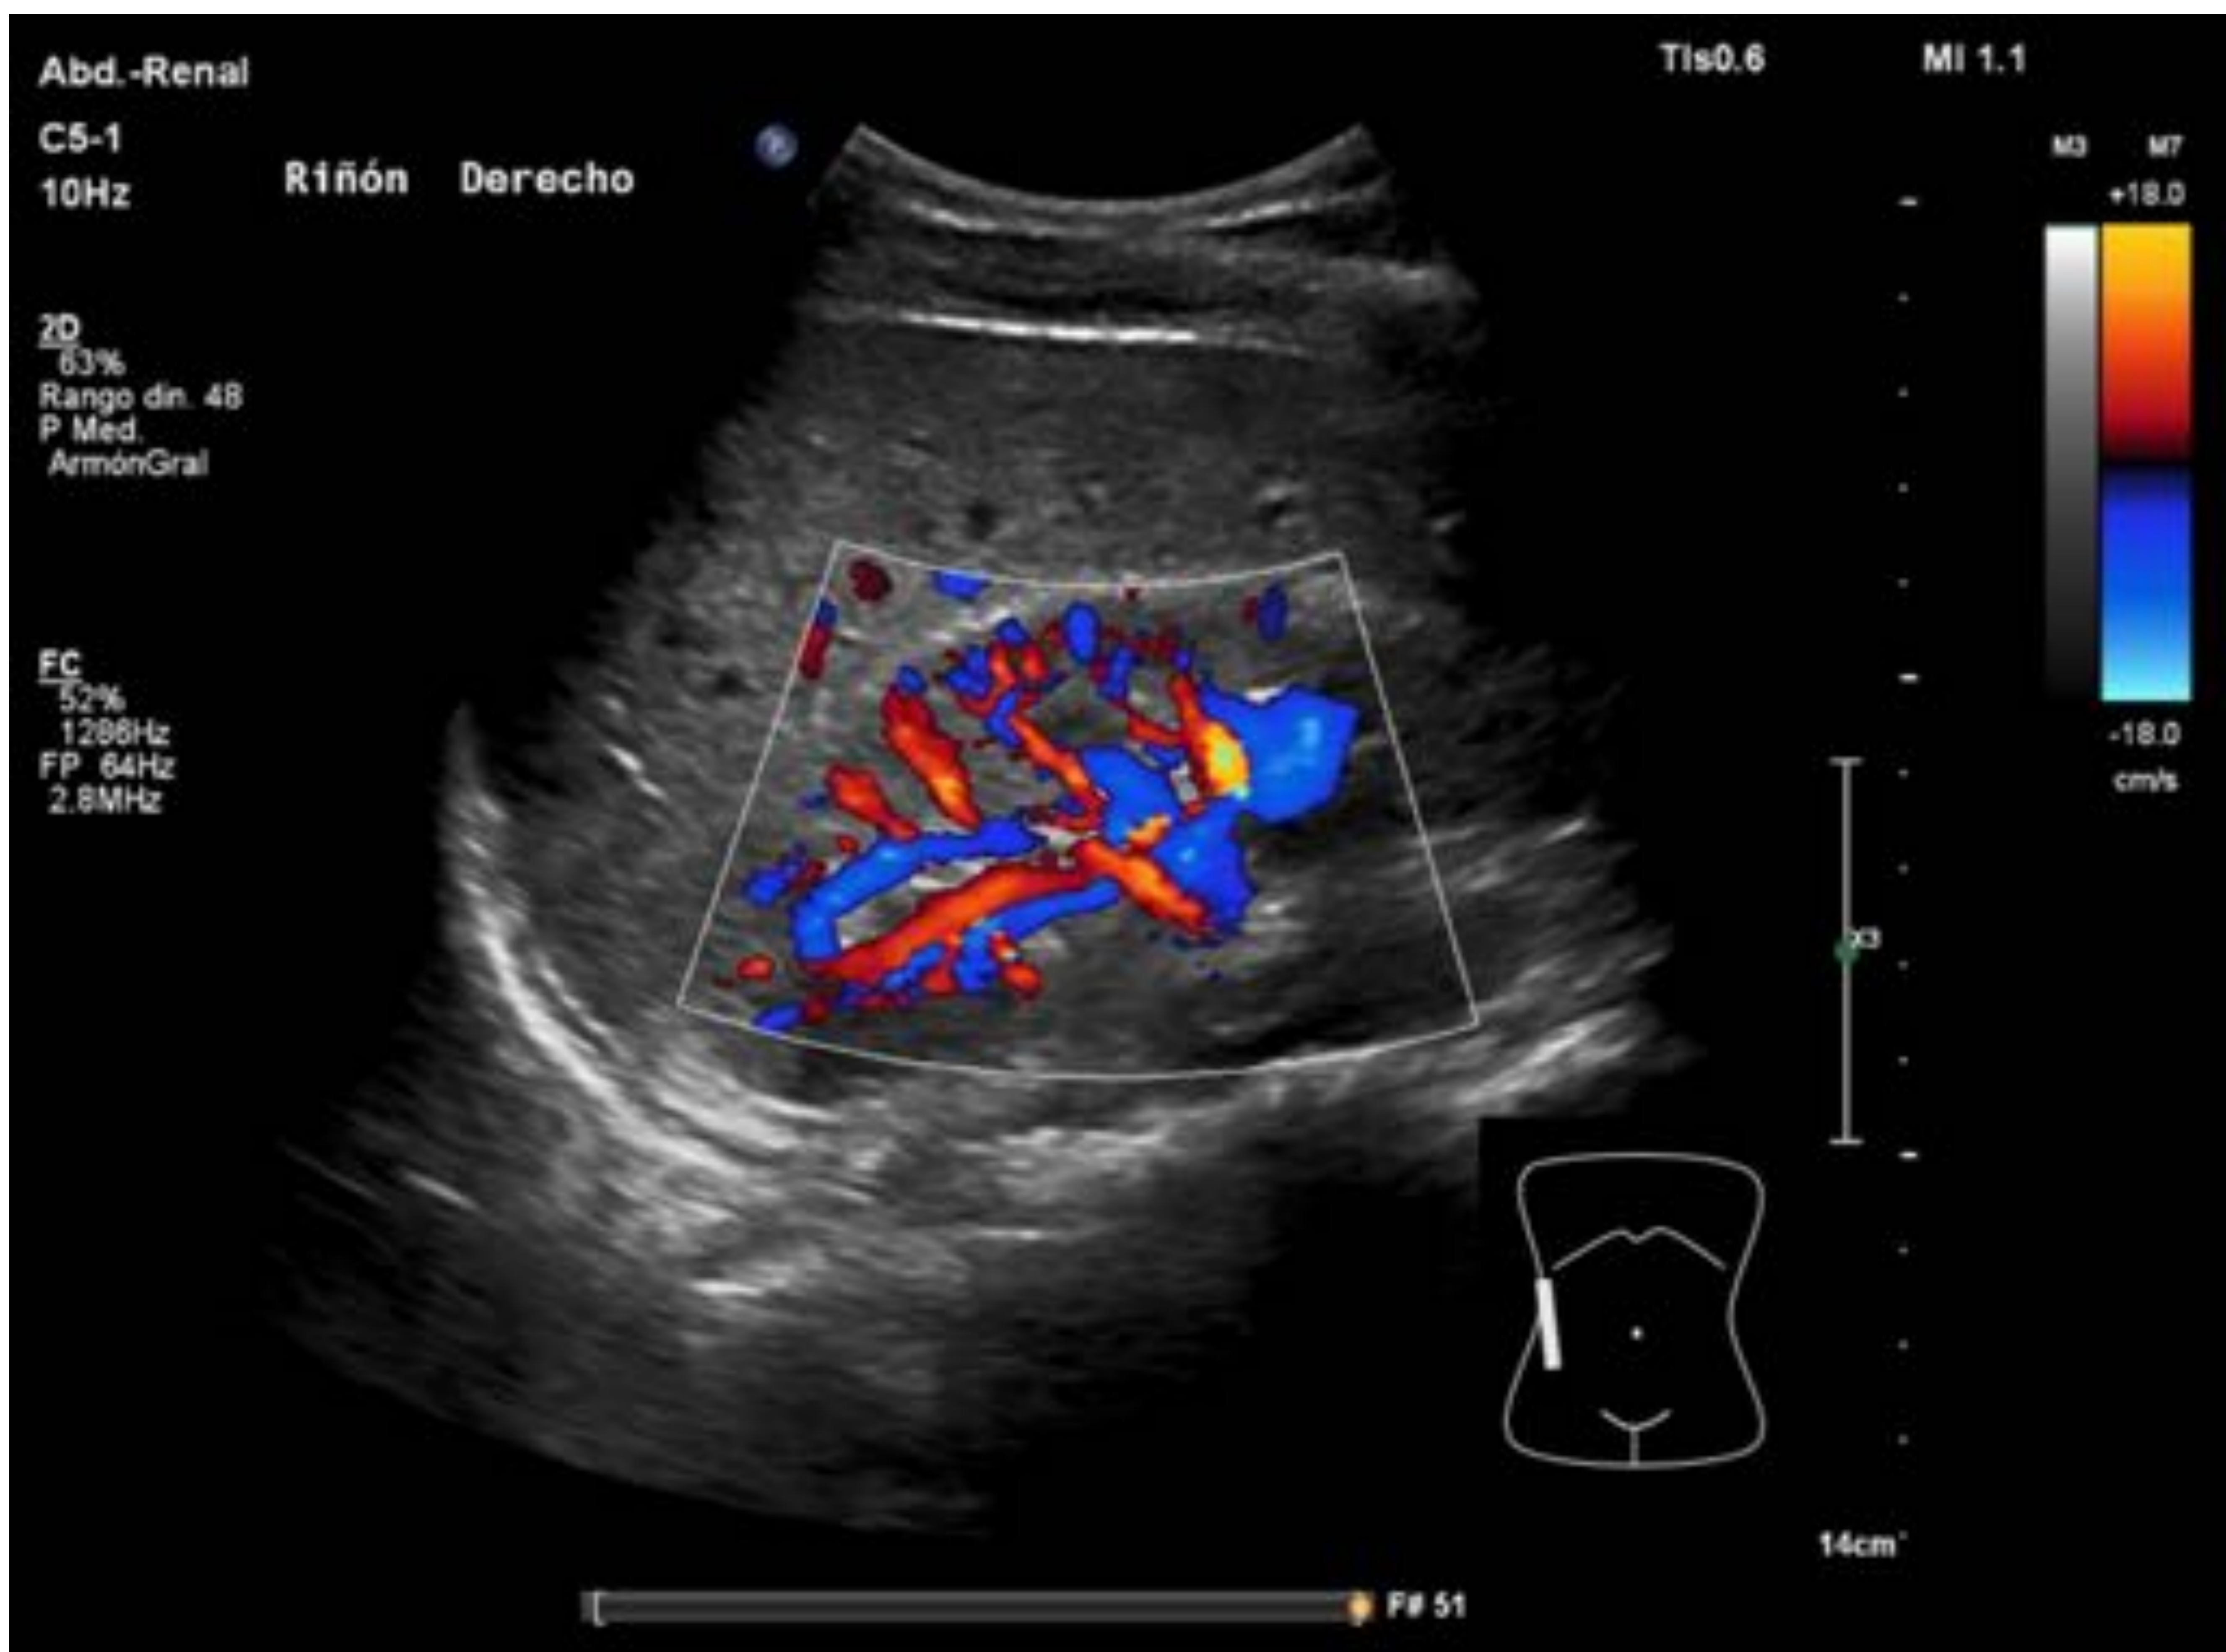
Corte longitudinal en flanco derecho con el paciente en decúbito supino. Doppler color: hilio y arterias intrarrenales de riñón derecho.
